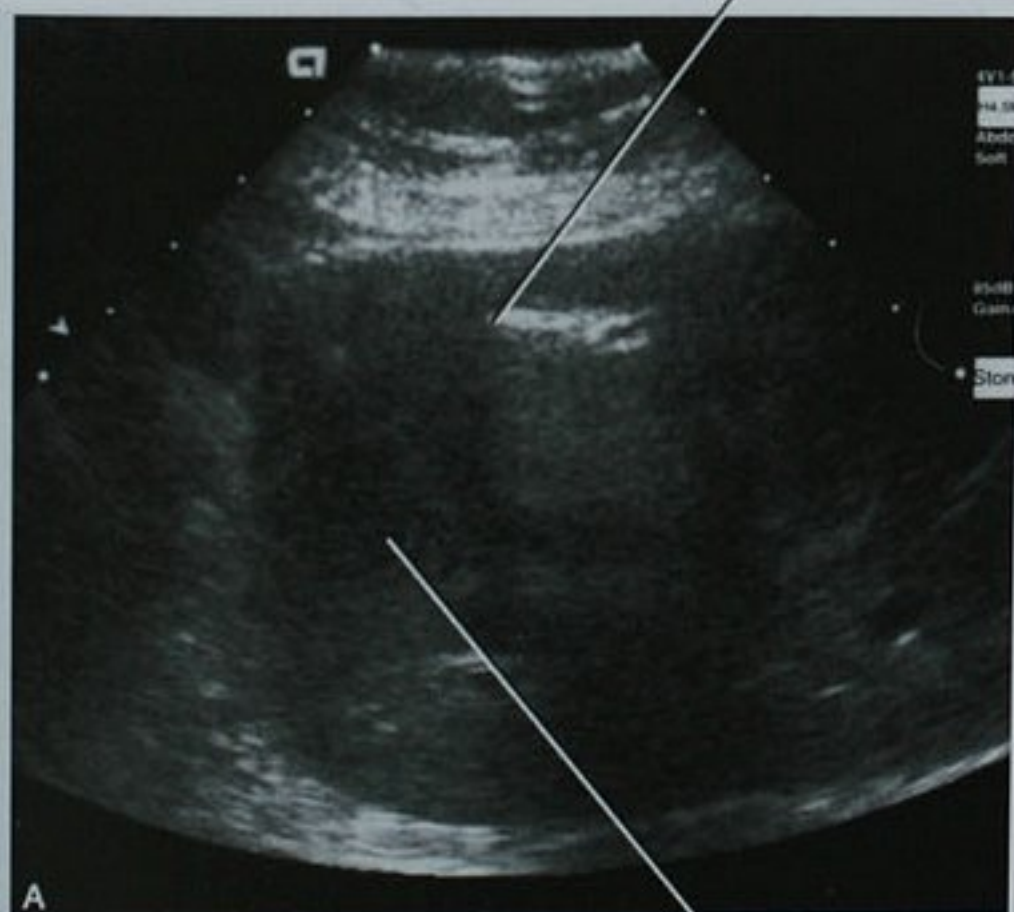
超声引导下腹部脓肿穿刺引流。注意因为脓腔内有回声的液体和囊肿位置较深,引流管在超声下难以辨别。Fr:法式单位
